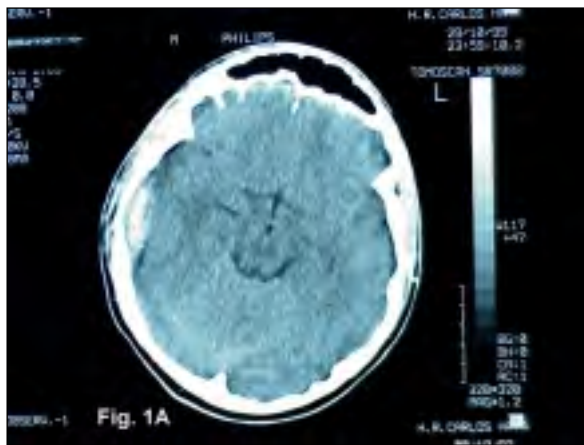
Imágenes de TC craneal, realizadas al ingreso del paciente, que muestran un hematoma epidural derecho de 4,5 x 1,5 cm y sin efecto masa.
